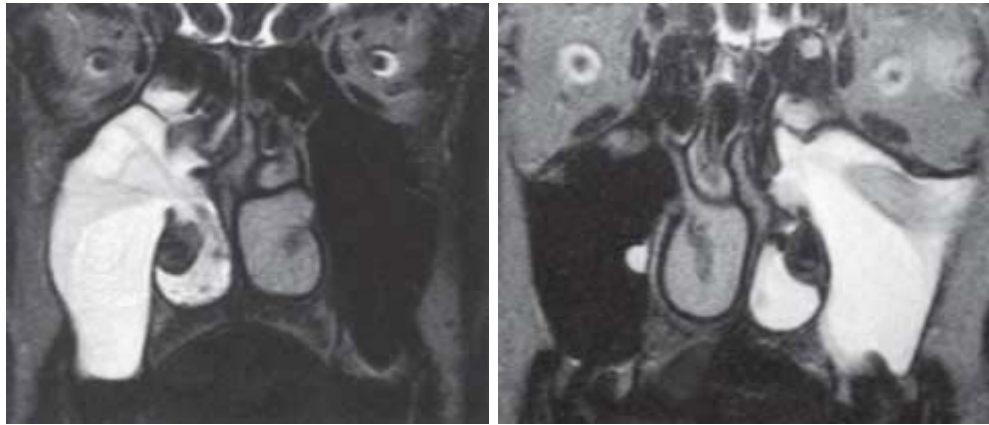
IRM des sinus en coupe coronale, pondération en SE T2 [30]
